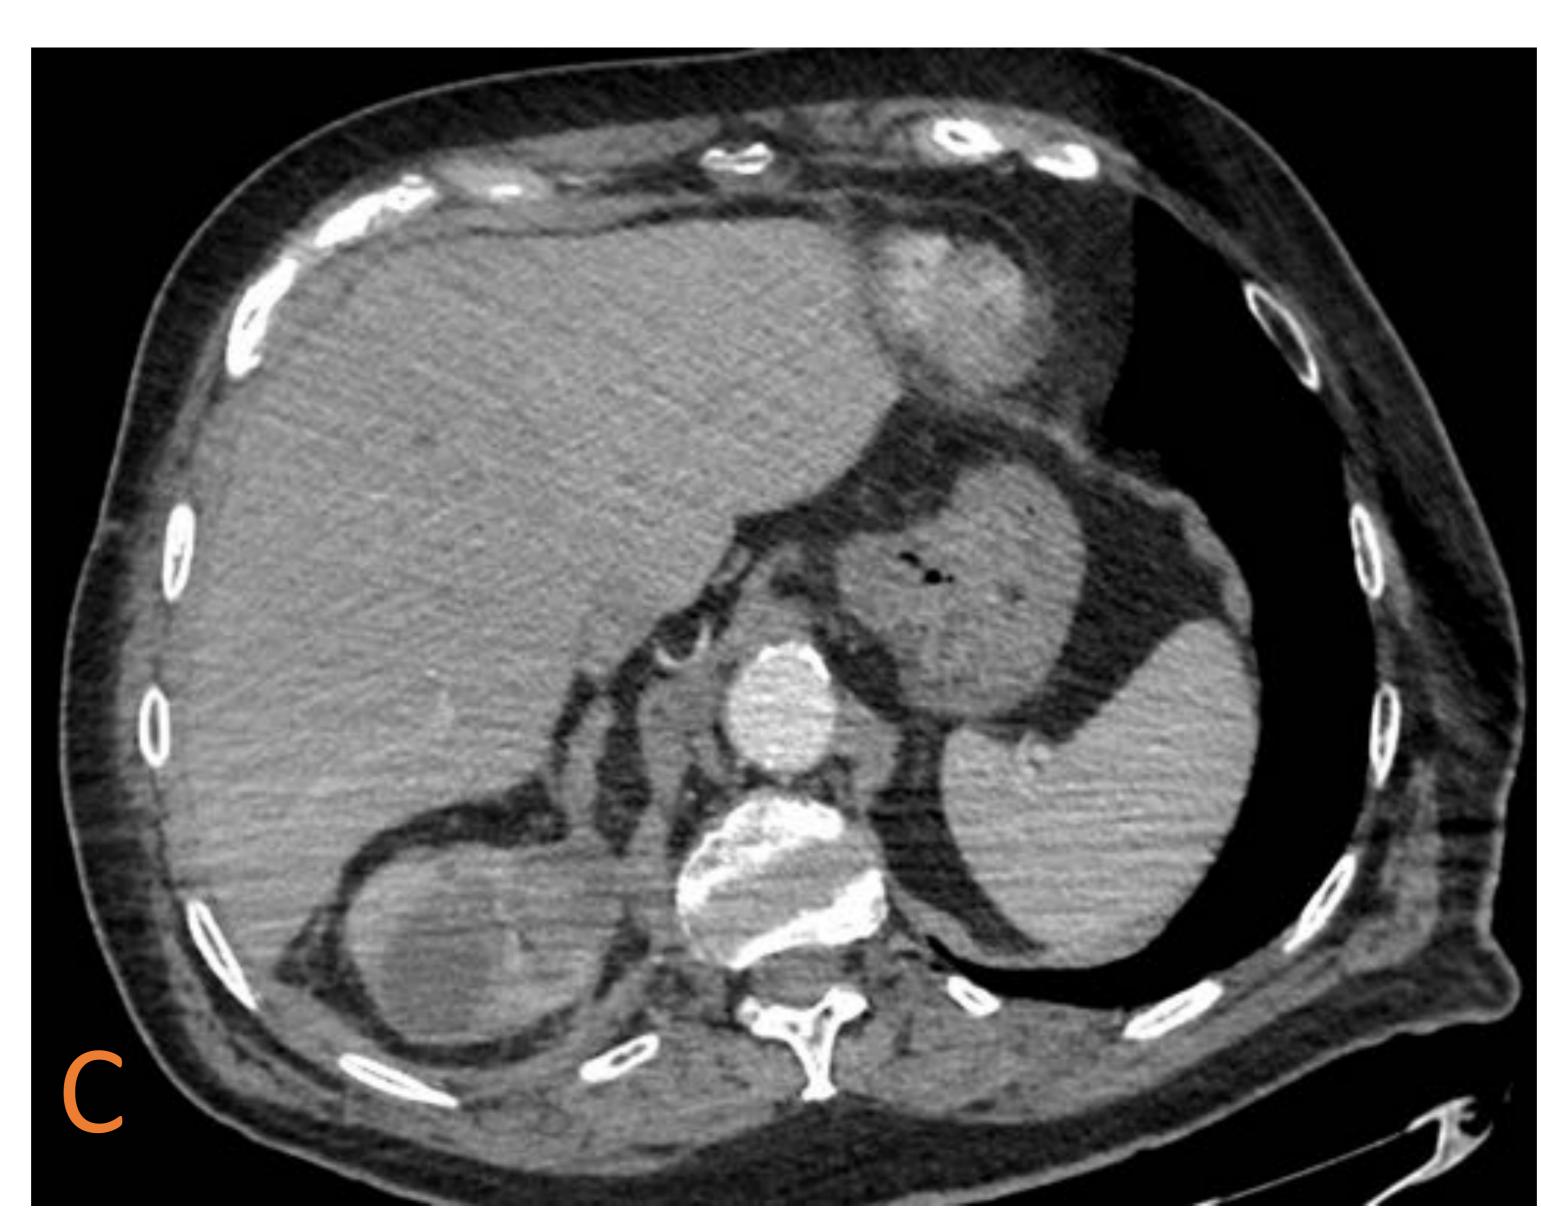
Hematoma adrenal unilateral post-nefrectomía parcial ipsilateral. TC de abdomen sin contraste IV (A), TC de abdomen con contraste IV en fase venosa (B) y TC de abdomen con IV en fase venosa 5 días más tarde (C). (A y B) Nódulo adrenal (flecha) hiperdenso sin contraste y sin captación de contraste, no presente previamente, que en el contexto de la nefrectomía reciente sugiere hematoma. (C) Práctica resolución 5 días más tarde.
